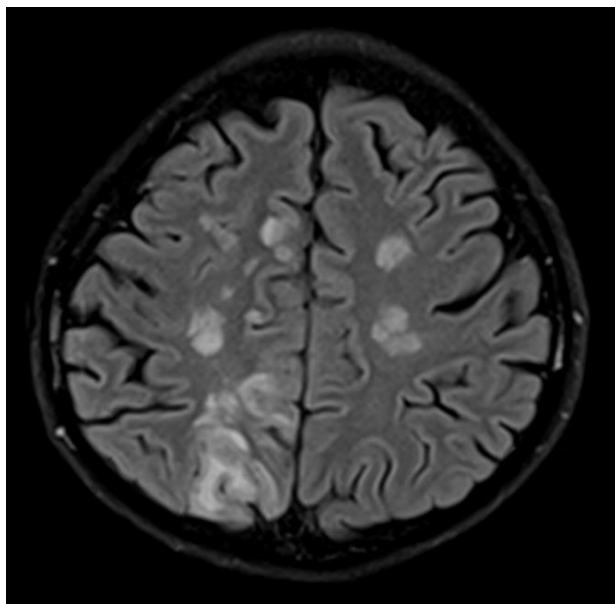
МРТ головного мозга пациентки Б. при поступлении 31.01.2018 г.
